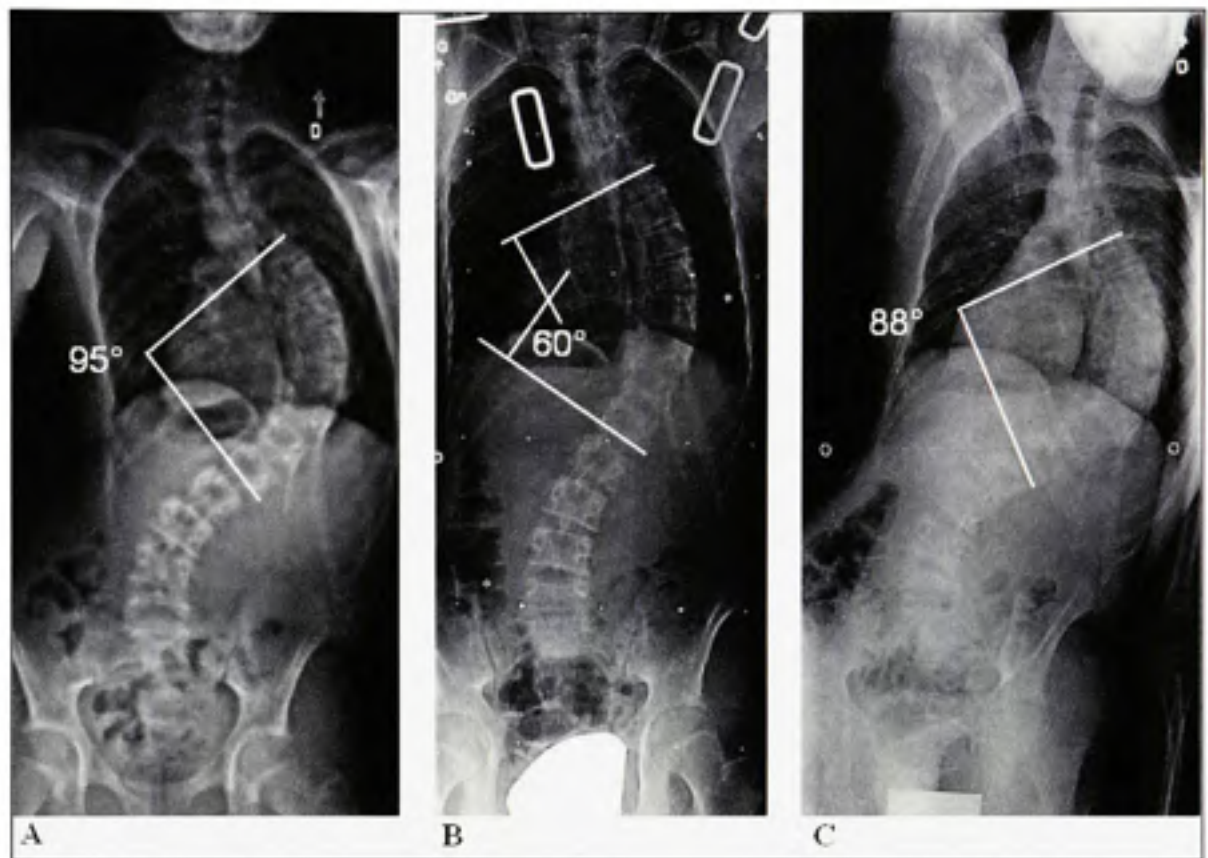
Typical preoperative radiographs (subject 7): A. Standing posteroanterior radiograph of a severe thoracic curve (95°), B. Suspension radiograph showing a curve reduction to 60°, C. The erect side-bending radiograph reduced the curve to 88°.
